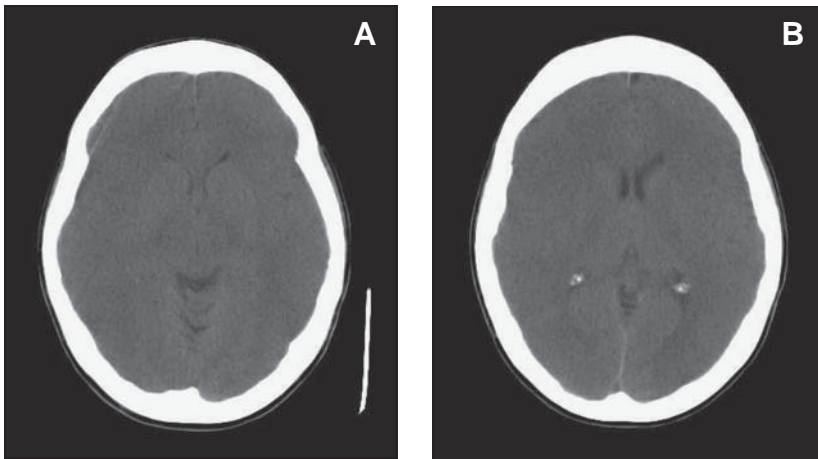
A: Tomografía computada de encéfalo sin contraste. Corte axial demuestra edema cerebral difuso, sin evidencia de lesiones focales. B: Tomografía computada de encéfalo sin contraste. Corte axial demuestra edema cerebral difuso, sin evidencia de lesiones focales.
